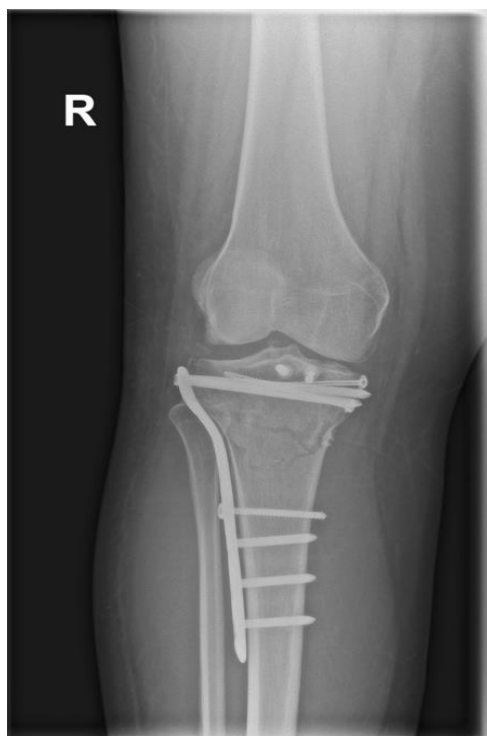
Slučaj 1: RTG LL postoperativno, mlada muška osoba stradala u prometnoj nesreći, Schatzker V; obrađena i operirana na 4. kliničkom zavodu Klinike za traumatologiju, Draškovićeva 19; S dopuštenjem pročelnika: prof.dr.sc. Esmat Elabjer, dr.med.prim.*
